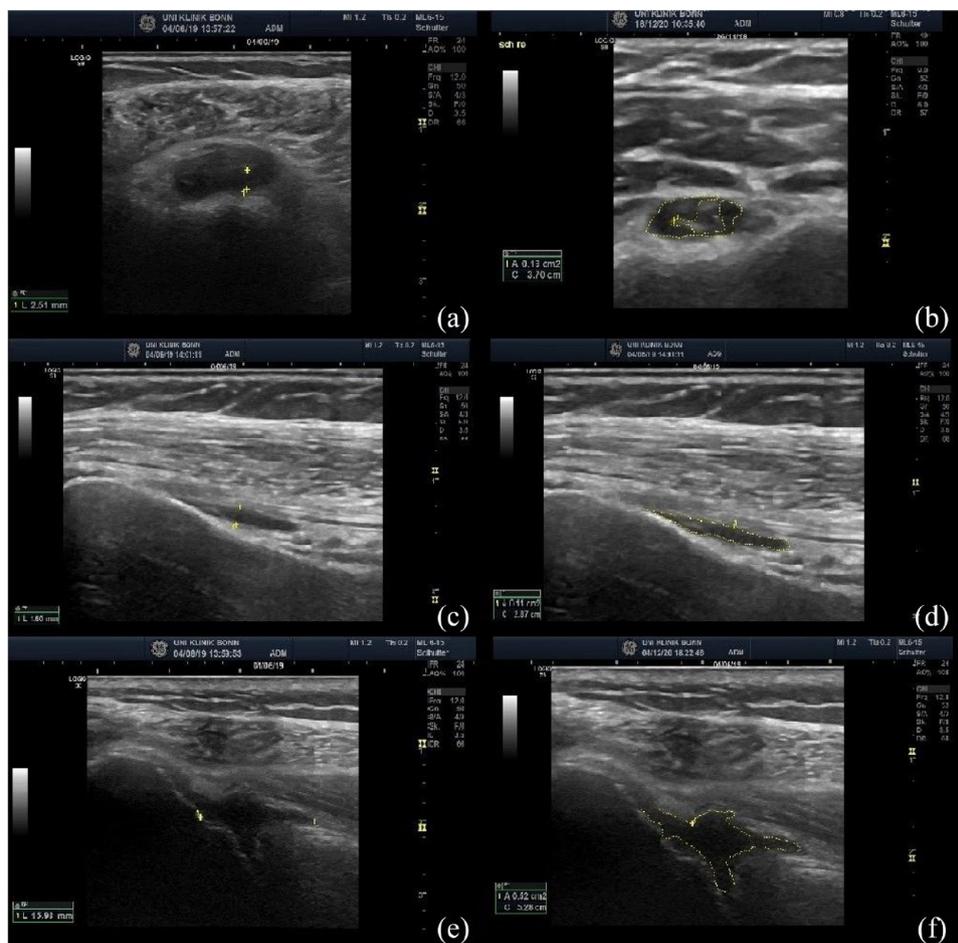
Ultrasound images and measuring techniques of the shoulder joint. (a) Biceps tendon in transversal section, measurement of the effusion at the widest extent. (b) Biceps tendon in transversal section, measurement of the effusion in total area. (c) Biceps tendon in longitudinal section, measurement of the effusion at the widest extent. (d) Biceps tendon in longitudinal section, measurement of the effusion in total area. (e) Glenohumeral joint, measurement of the effusion at the widest extent. (f) Glenohumeral joint, measurement of the effusion in total area.
